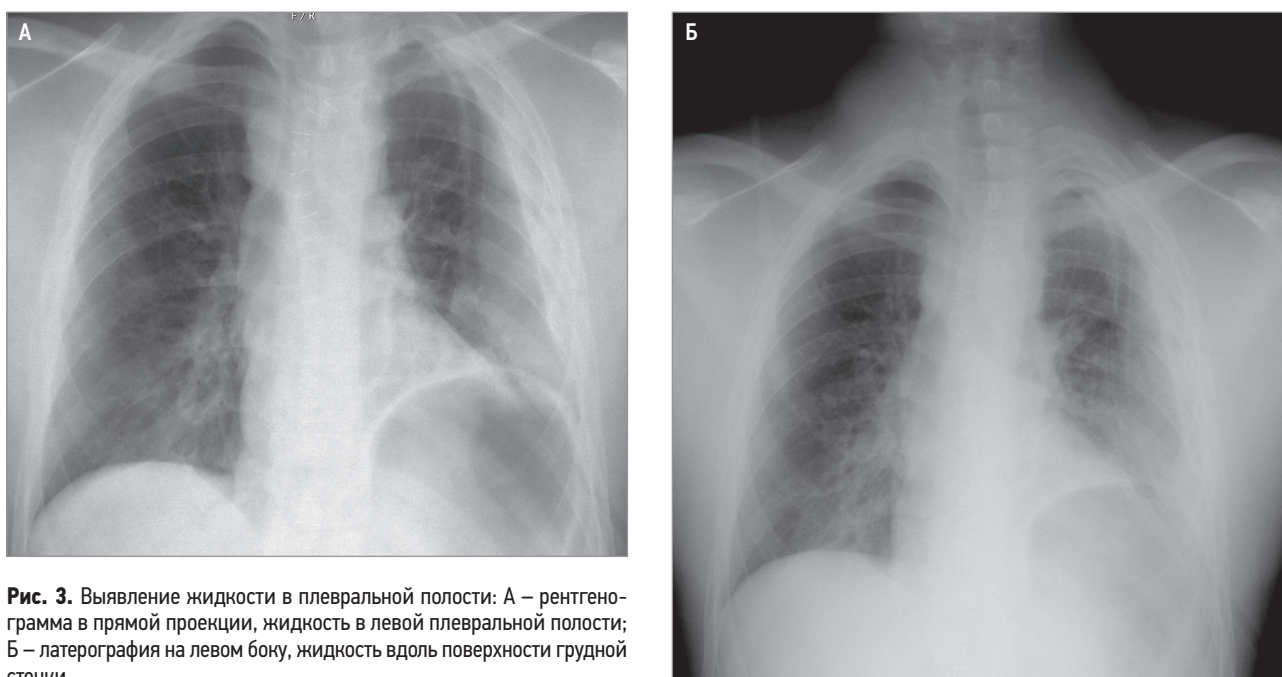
Выявление жидкости в плевральной полости: А – рентгенограмма в прямой проекции, жидкость в левой плевральной полости; Б – латерография на левом боку, жидкость вдоль поверхности грудной стенки
